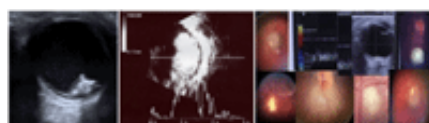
Ecografías y retinoblastomas
